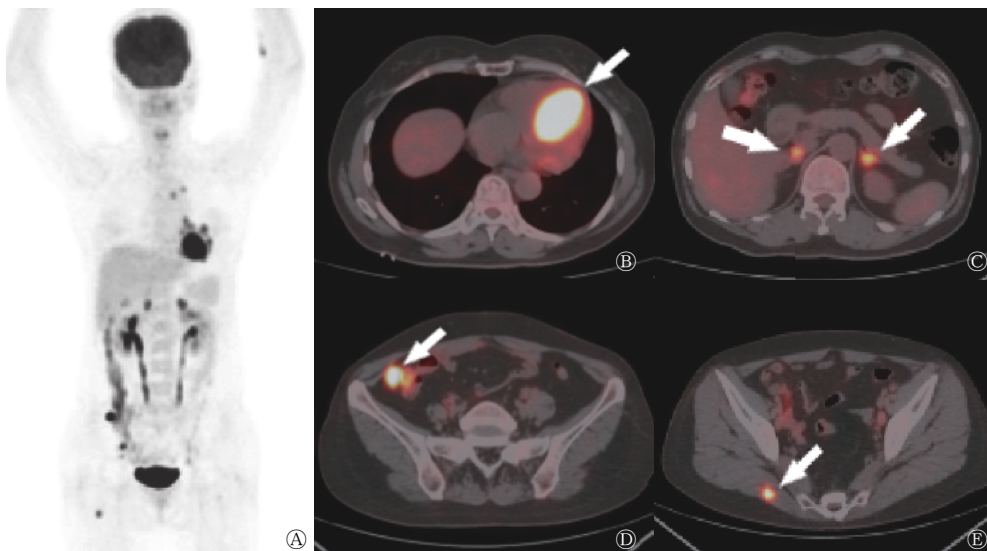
心脏上皮样血管肉瘤伴多发转移灶患者(女性, 50岁)的¹⁸F-FDG PET/CT显像图 A为¹⁸F-FDG PET/CT最大密度投影图, 示心脏、纵隔、两侧肾上腺、腹腔等处多发¹⁸F-FDG代谢异常增高灶; B-E为¹⁸F-FDG PET/CT图, B图示左心室、左心室(室间隔)占位, 放射性摄取明显增高(箭头所示), SUV_{max}=41.75, 考虑为心脏上皮样血管肉瘤; C图示两侧肾上腺结节放射性摄取增高(箭头所示), SUV_{max}=10.00; D图示升结肠周围肿大淋巴结放射性摄取明显增高(箭头所示), SUV_{max}=36.46; E图示右侧臀大肌¹⁸F-FDG代谢增高灶(箭头所示), SUV_{max}=16.93; 考虑为多发转移灶。FDG为氟脱氧葡萄糖; PET/CT为正电子发射断层扫描计算机体层摄影术; SUV_{max}为最大标准化摄取值
